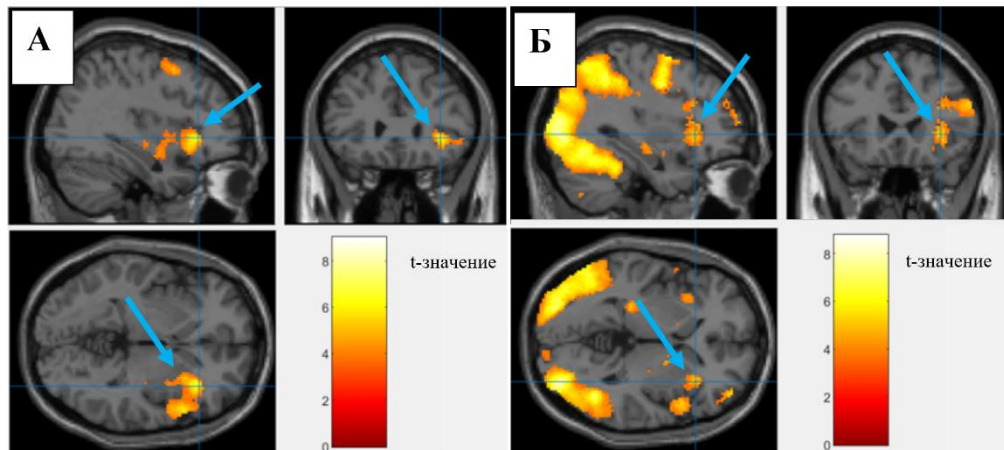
Функциональная МРТ, сравнение зон деактивации медиальной префронтальной коры и передней поясной коры в полях Бродмана 10 и 32 в при стрессовой стимуляции электрическим током. В группе пациентов с ИБС (А) объем зоны деактивации (обозначен стрелкой) составляет 718 вокселей, $P < 0,001$. В группе контроля (Б) область активации также видна (обозначена стрелкой), ее объем – 121 воксел, выраженность деактивации не достигает статистически значимого порога, $P = 0,991$. Цветные шкалы обозначают диапазон t-значений при статистическом анализе групповых карт активации
